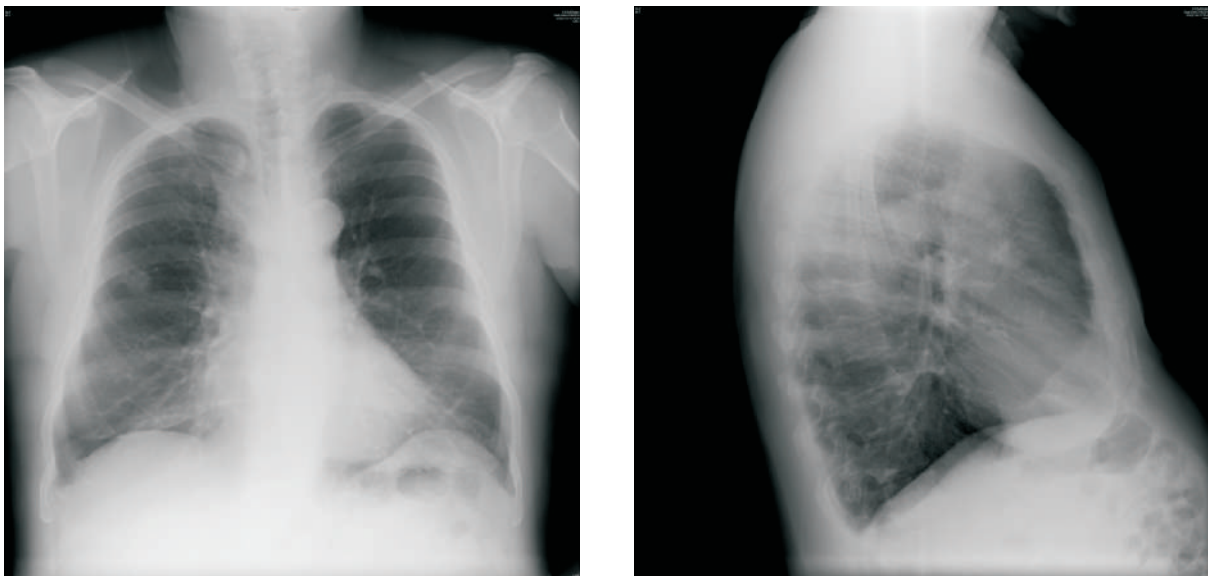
Radiografía de tórax (lesión pseudonodular en lóbulo medio de 2 cm).
